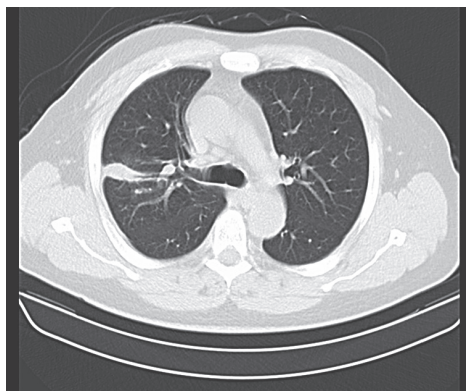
Компьютерная томограмма органов грудной клетки (12.12.2012) пациента К., 49 лет
